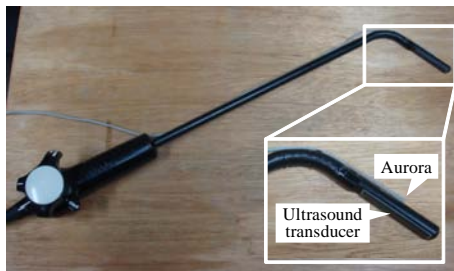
Laparoscopic ultrasound probe (Aloka UST-5536-7.5)
